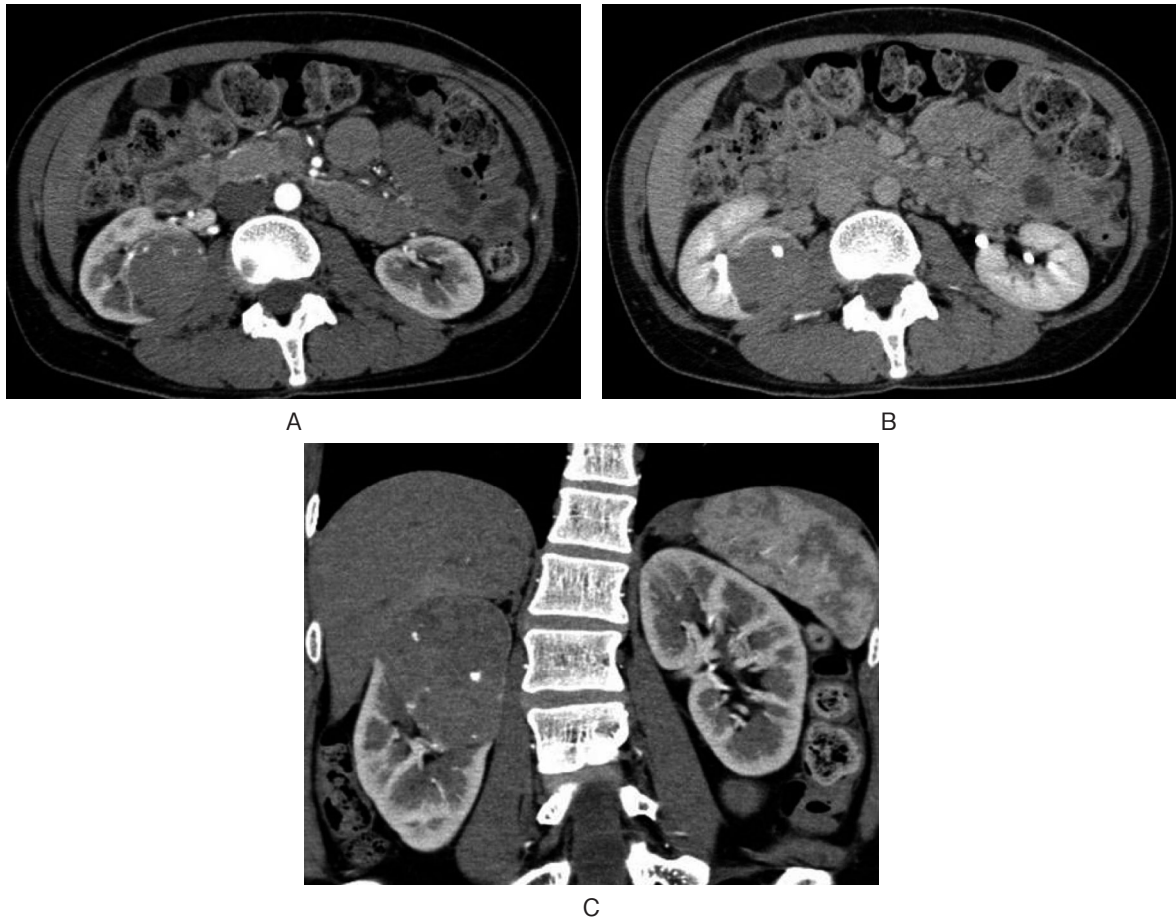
Abdominal enhanced CT scan. (A) early phase. (B) late phase. (C) The tumor has calcified opacity.
